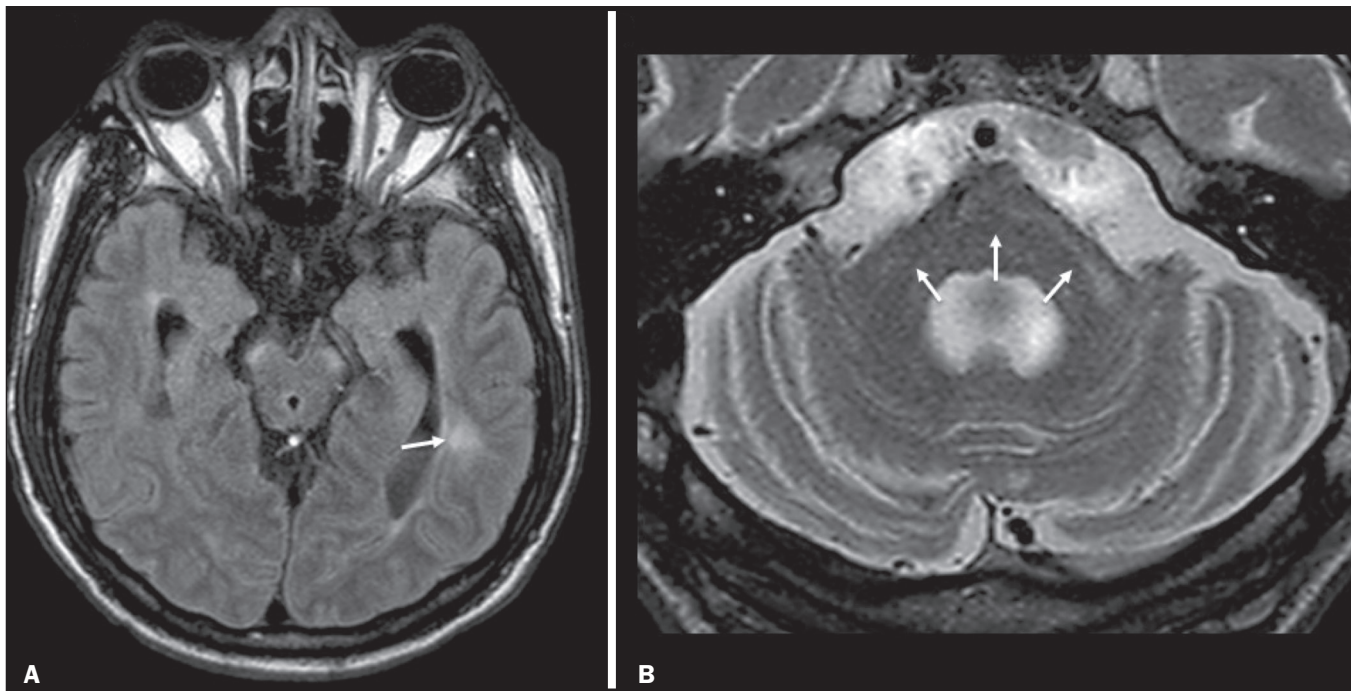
CARASIL. A: Axial FLAIR mostrando hipersinal periventricular no lobo temporal esquerdo. B: Axial T2 demonstrando hipersinal na ponte em forma de arco (“sinal do arco da ponte”). Na sequência T2* havia áreas de depósitos de hemossiderina (não demonstrado).
